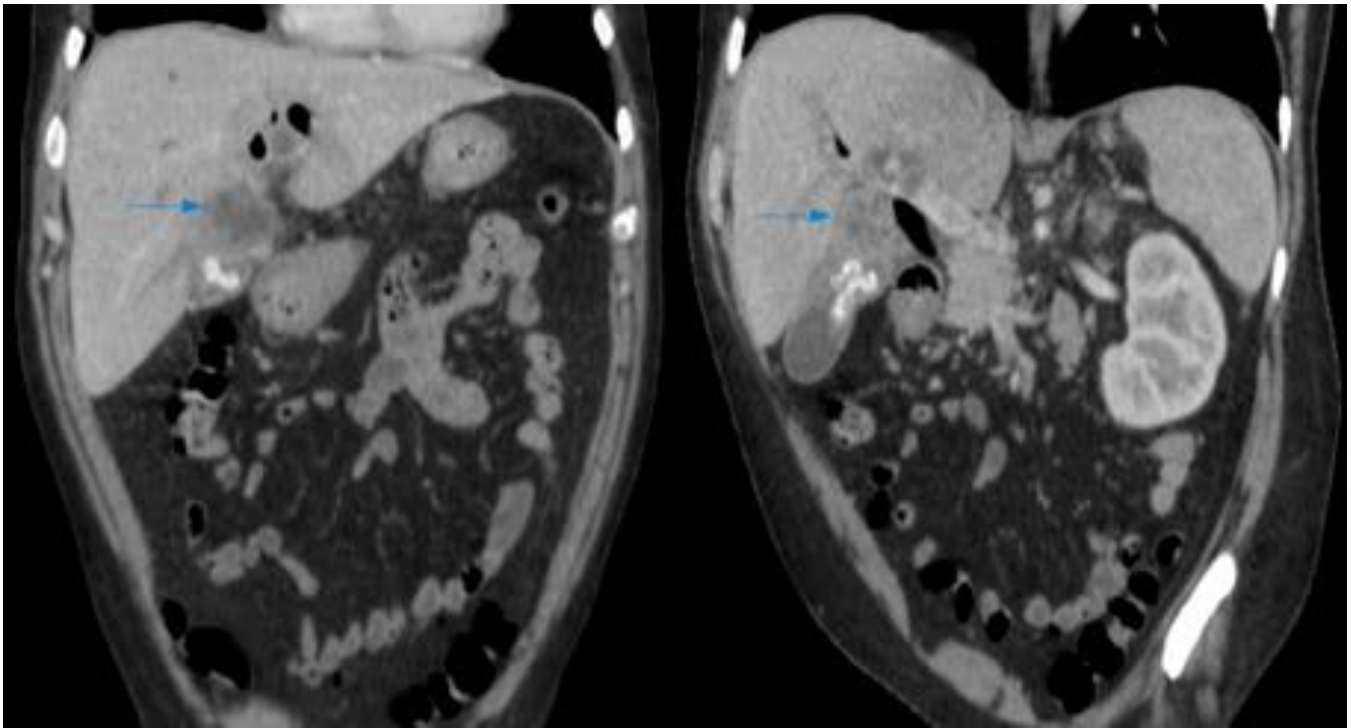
En el TAC realizado posteriormente se evidencia también un engrosamiento de las paredes muy marcado e hipodenso. Destaca la presencia de imágenes nodulares intramurales características de esta entidad.
